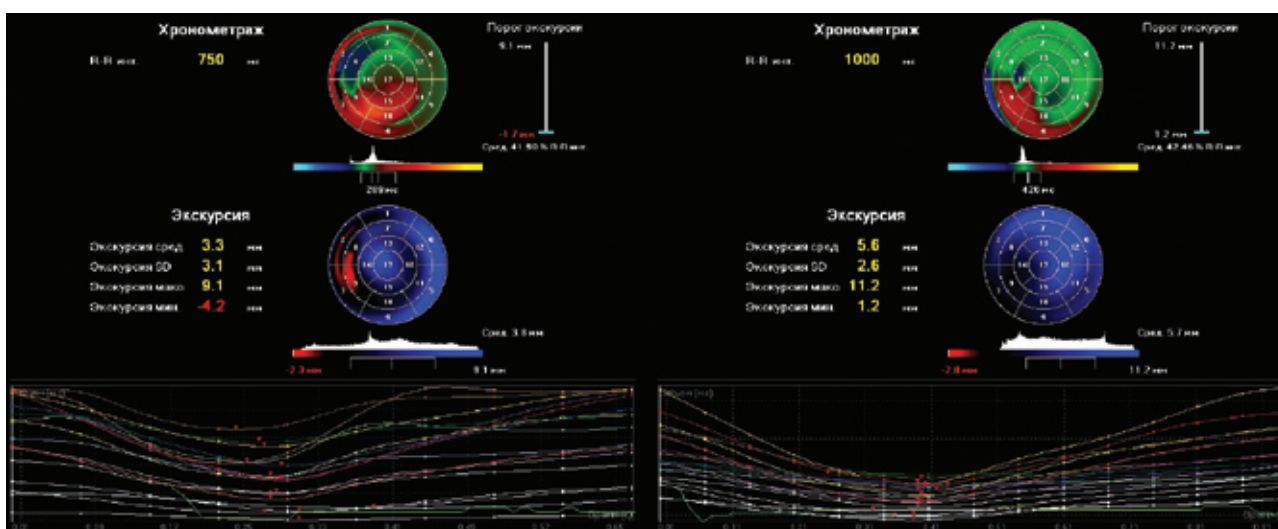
Сравнение результатов трехмерной эхокардиографии в режиме реального времени у одного и того же пациента до и через 3 месяца после процедуры.
